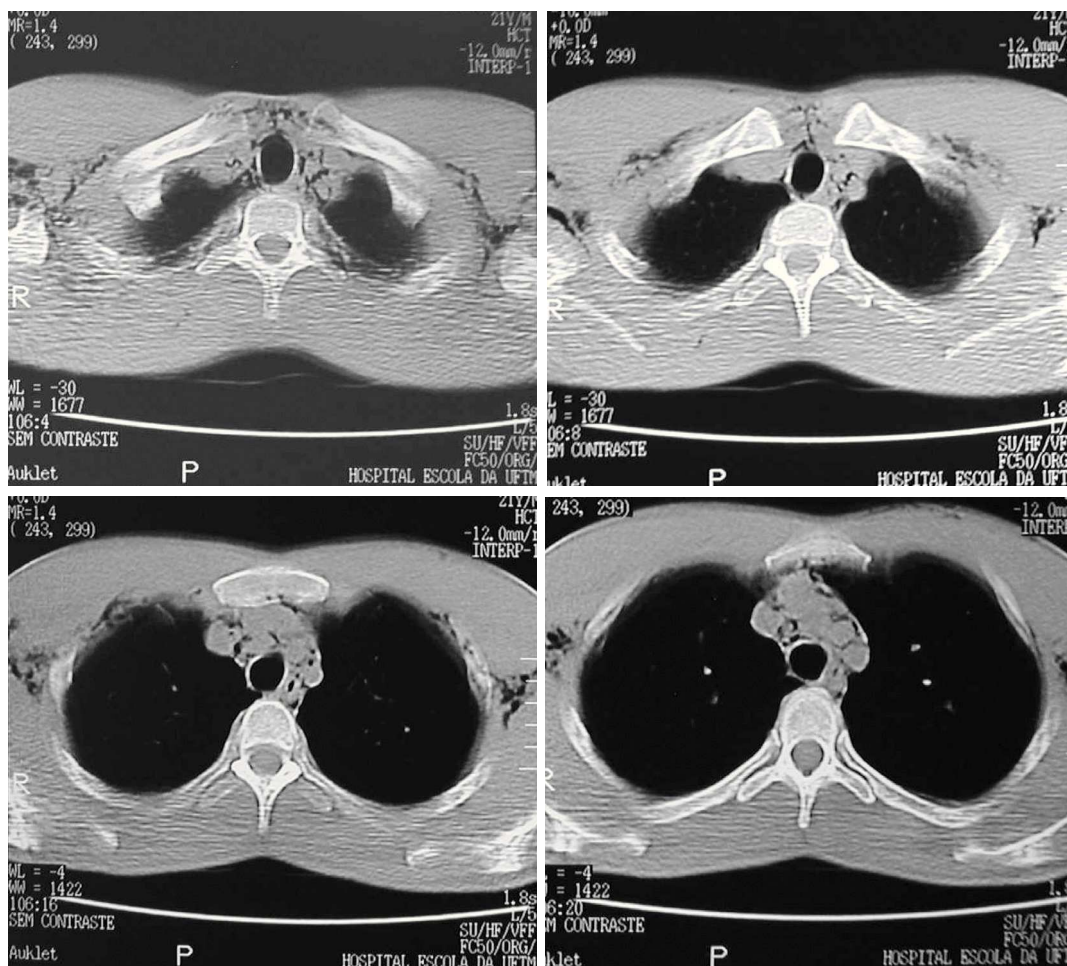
Tomografia computadorizada de tórax: Ar periesofágico, periaórtico e ao redor dos vasos da base até região cervical
